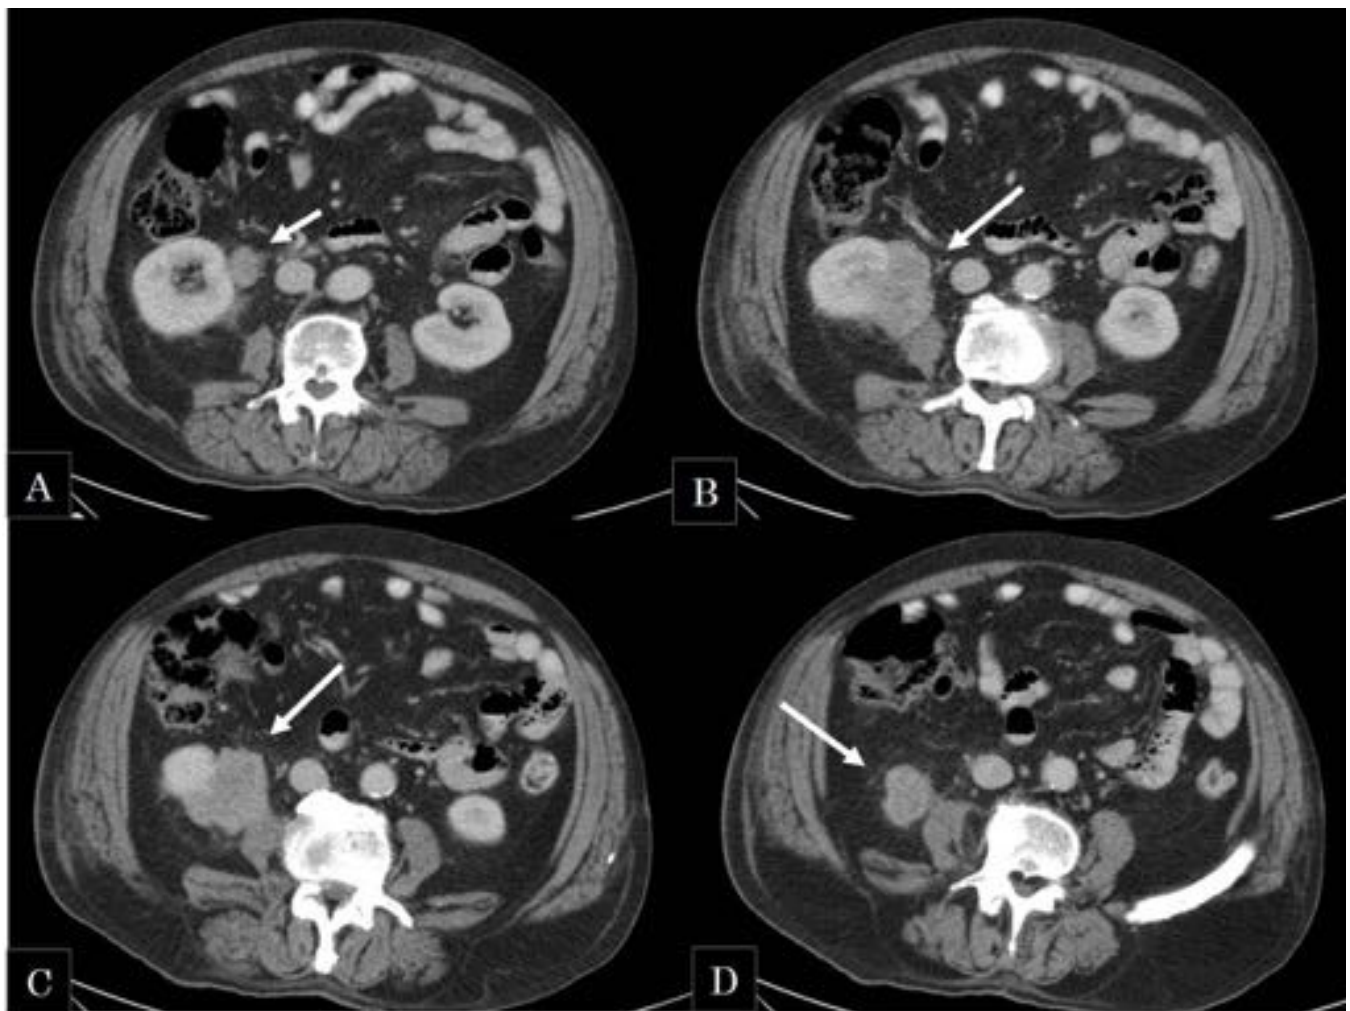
Varón de 77 años con antecedentes de leiomiosarcoma. TC abdominal con CIV: se observa una masa sólida, hipocaptante con respecto al parénquima renal, localizada en el polo inferior del riñón derecho con crecimiento fundamentalmente exofítico (flechas) sin observar plano graso de separación en algunos puntos con el músculo psoas ipsilateral (C). También se observa aumento de densidad y trabeculación de toda la grasa perilesional. Se confirmó histológicamente origen metastásico.
